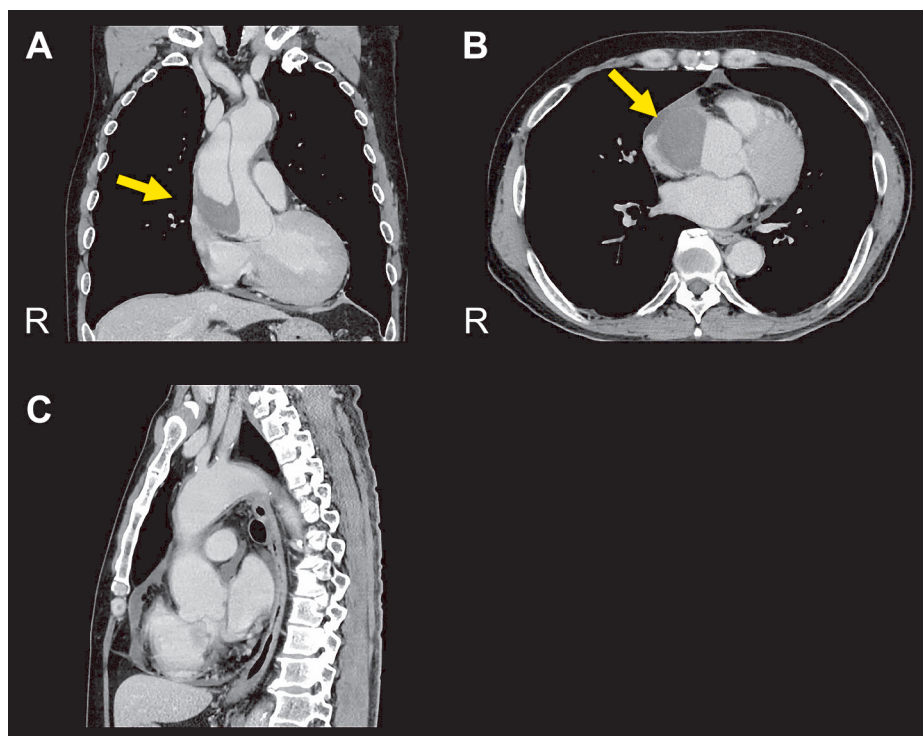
Contrast-enhanced CT showed Stanford type A aortic dissection limited to the ascending aorta.
